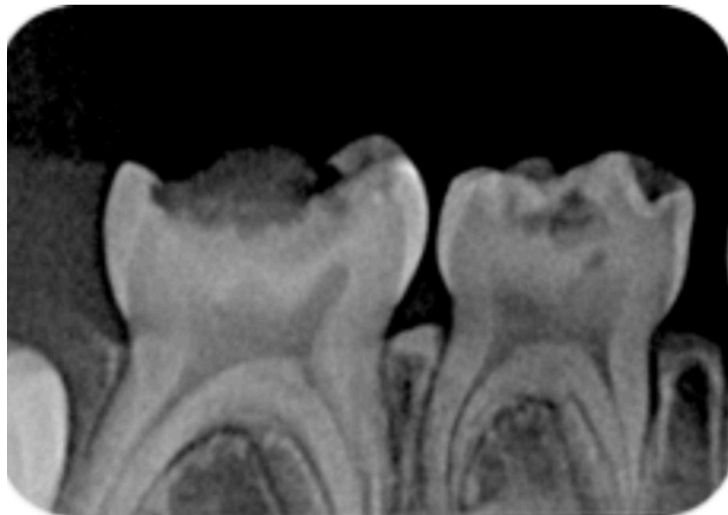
Radiographie de la situation initiale de 85.
